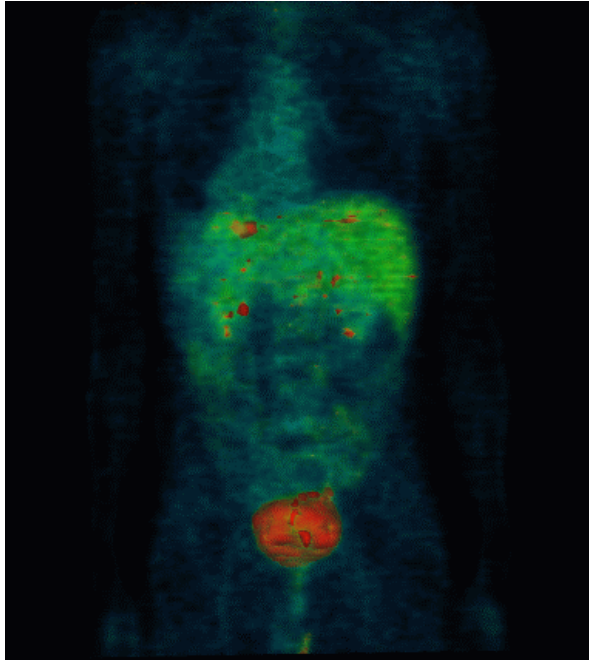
Volumendarstellung der PET. Patient mit Lebermetastasen eines Pankreaskarzinoms. Mit hoher Aktivität erscheint auch die gefüllte Harnblase.
